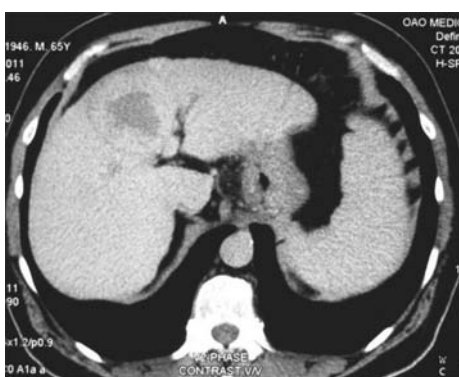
Компьютерная томограмма органов брюшной полости (описание в тексте).
